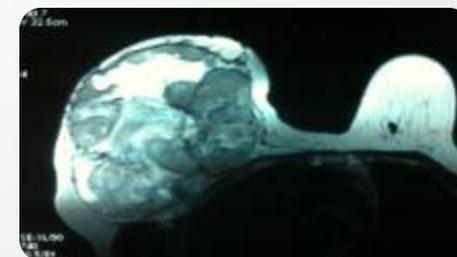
IRM mammaire ACR 5 Très évocatrice d'un sarcome.
